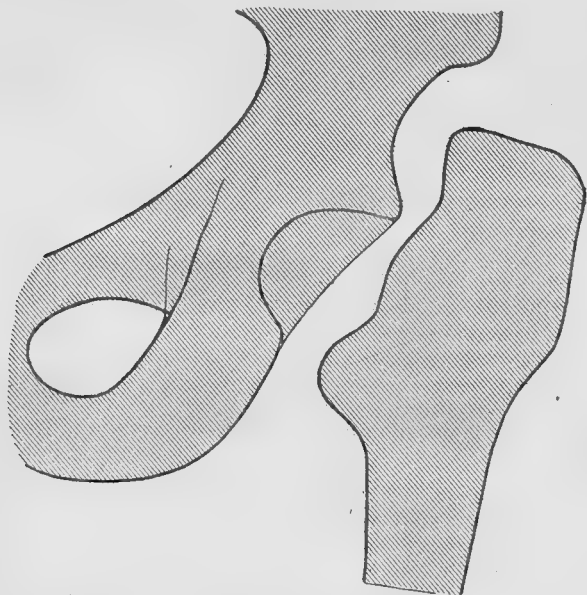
Radiographie avant l'opération.
